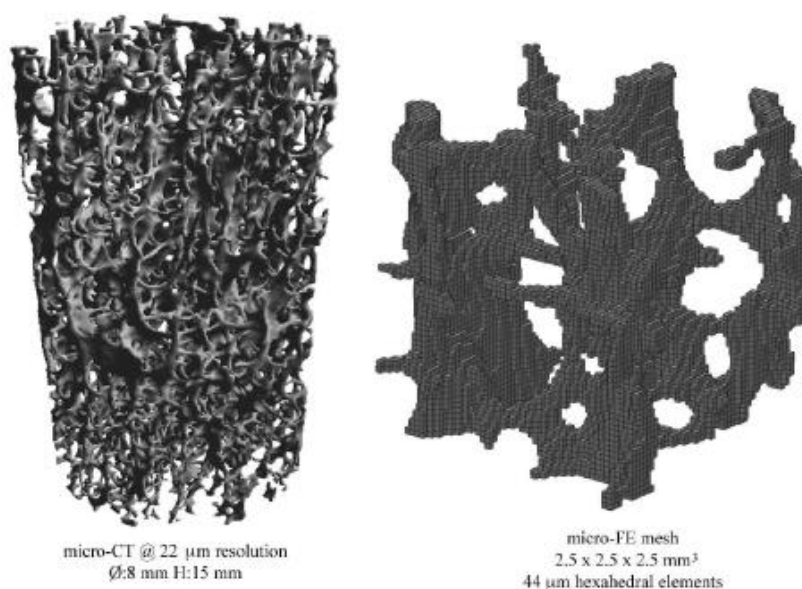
Modelo ósseo obtido por reconstrução micro-CT (esquerda) e modelo após geração da malha hexaédrica (direita) [20]
